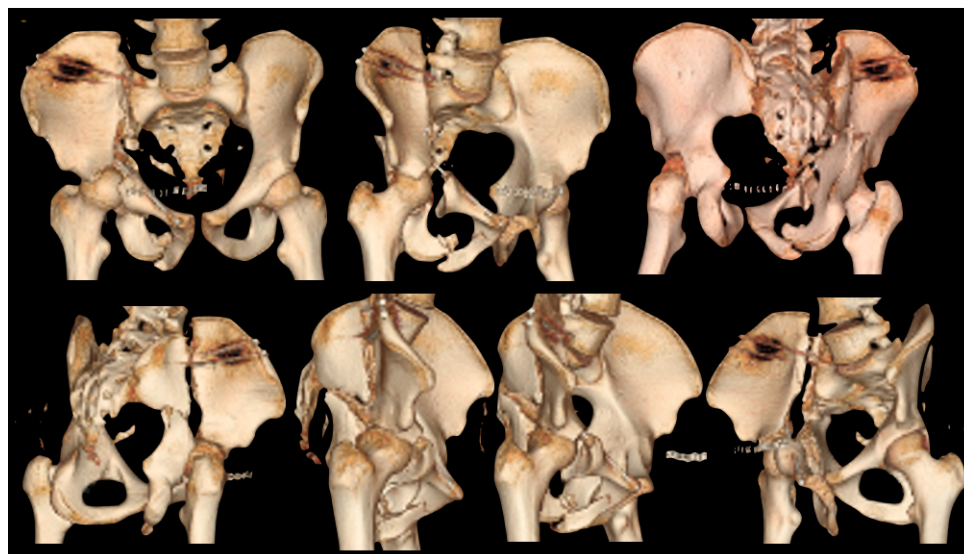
TAC de pelvis con reconstrucción 3D previa a la osteosíntesis de revisión: Se observa ambas columnas de acetábulo derecho separadas entre sí, con un desplazamiento > a 20 mm y también con respecto al esqueleto axial, de modo que no existe conexión entre la superficie articular y el esqueleto del tronco. En la zona de la fosa iliaca se encuentra la línea de fractura principal que se extiende hasta la cresta iliaca. La fractura de la columna posterior se extiende hasta la parte alta del agujero ciático mayor.
